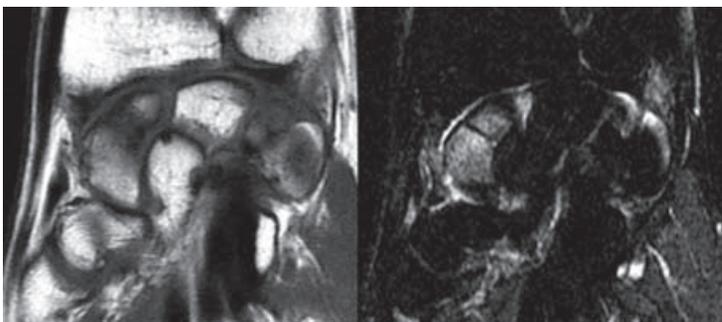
Fracture isthmique du scaphoïde, IRM réalisée à J7, coupes frontales pondérées en T1 et STIR.
